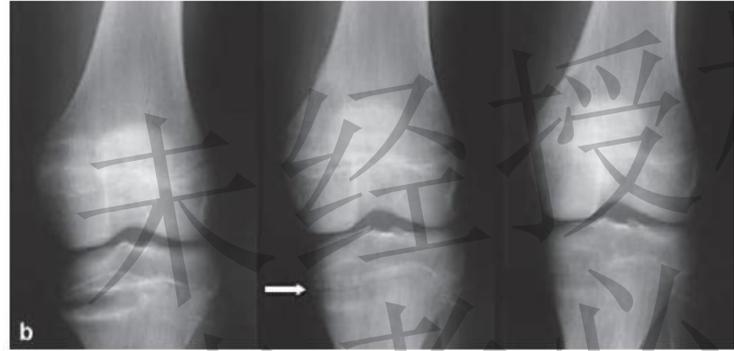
Radiographic changes of the left knee at baseline and at +6 and +12 months of rhGH treatment. a Patient 6: rickets activity score 4.8, 4.0 and 4.3. b Patient 10: rickets activity score 3.5, 3.0 and 2.0. c Patient 2: rickets activity scores 3.0, 4.5 and 3.5. Note metaphyseal new bone formation and filling of poorly mineralized areas (arrows).
